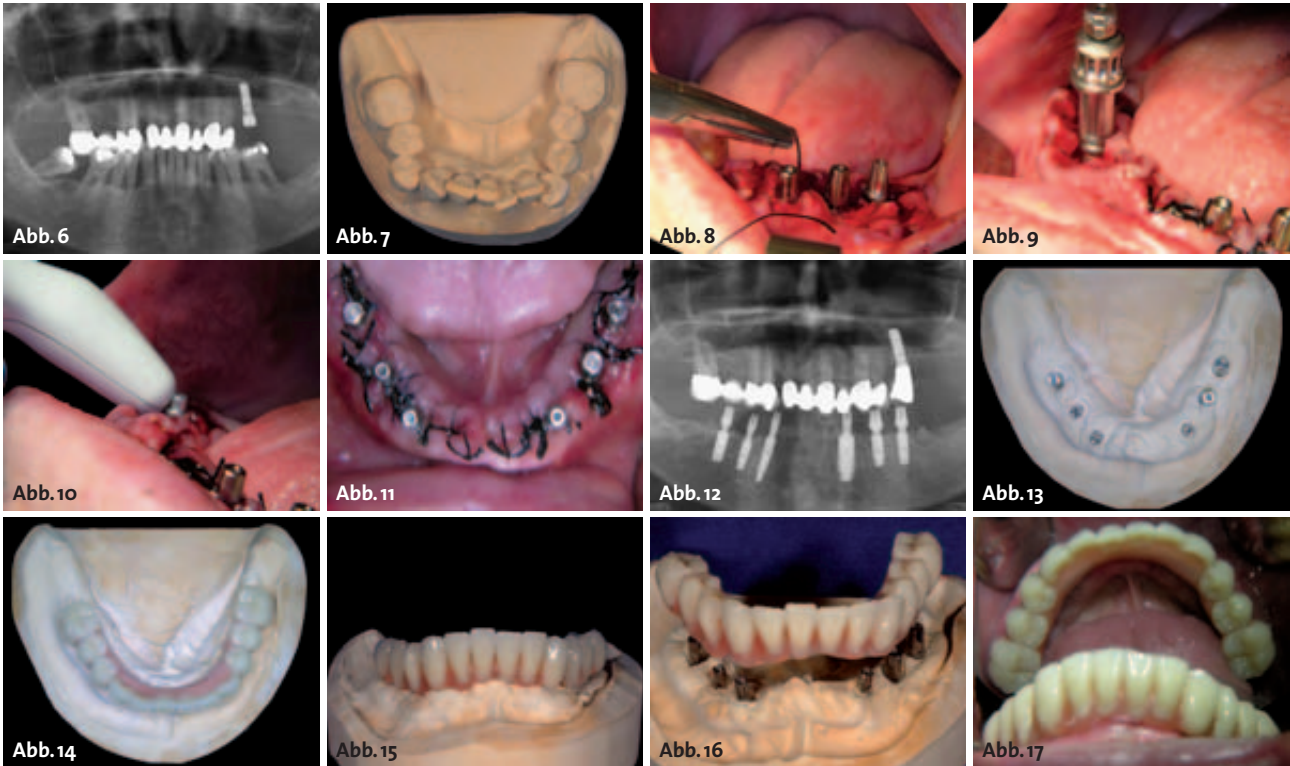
Röntgenbild der Ausgangssituation. – Abb. 7: Situationsmodell von okklusal vor Behandlungsbeginn. – Abb. 8: Wundverschluss nach Implantation und Einbringung der Standardaufbauten. – Abb. 9: Fortsetzung der Implantation im rechten Unterkiefer. – Abb. 10: Messung mit dem Osstell™ mentor. – Abb. 11: Wundverschluss nach Implantation. – Abb. 12: Röntgenkontrolle mit Standardaufbauten. – Abb. 13: Meistermodell. – Abb. 14: Langzeitprovisorium auf dem Meistermodell. – Abb. 15: Frontansicht auf dem Meistermodell. – Abb. 16: Provisorischer Zahnersatz und Meistermodell. – Abb. 17: Situation nach Eingliederung des provisorischen Zahnersatzes.
